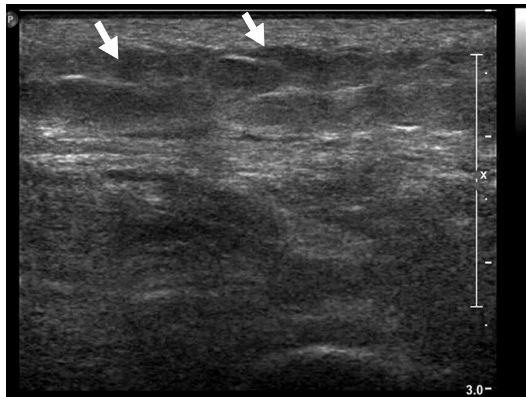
Ultrasonography of right arm shows a diffuse, increased echogenicity in subcutaneous fat.
